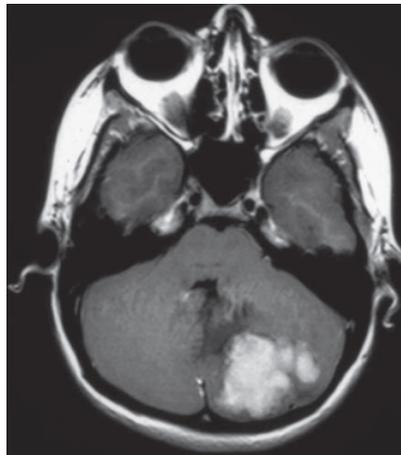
MRT-Scan eines typischen pilozytischen Astrozytoms (Gan & Haas-Kogan, 2010, S. 14).
